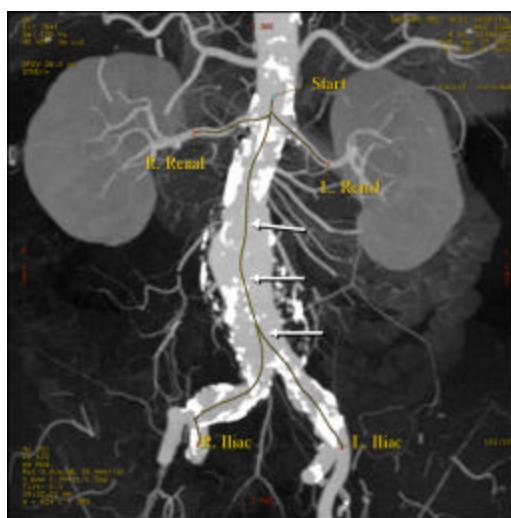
Osnovni "Reformat alat" CT aortografskog pregleda kao osnov za planiranje angiografske analize
